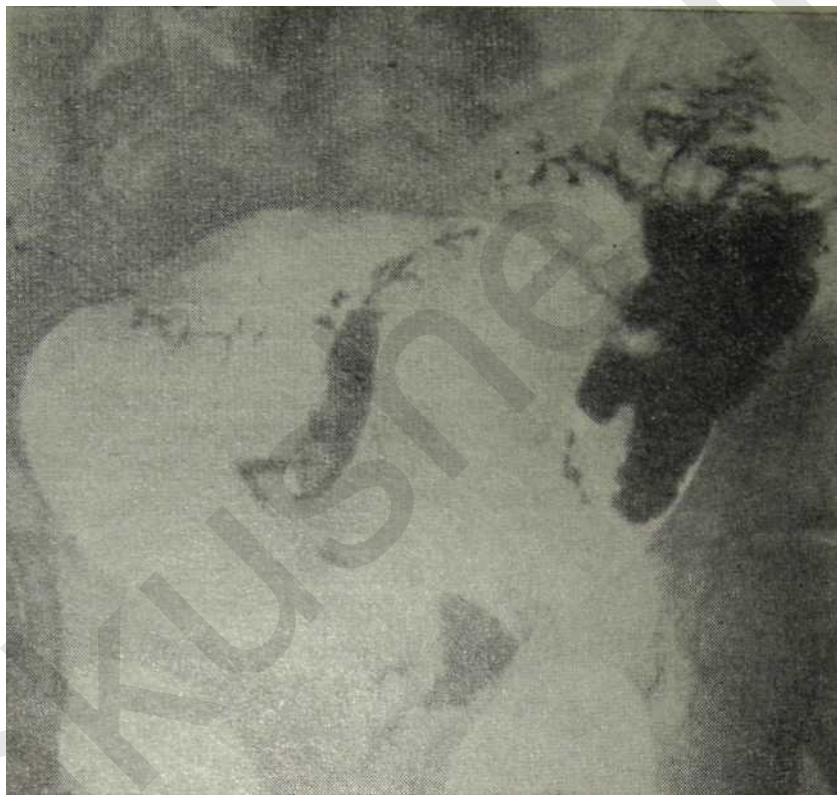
Рентгенограмма желудочно-кишечного тракта больной К. с придатково-кишечным свищом (наблюдение автора и Б. Г. Дукарского).
